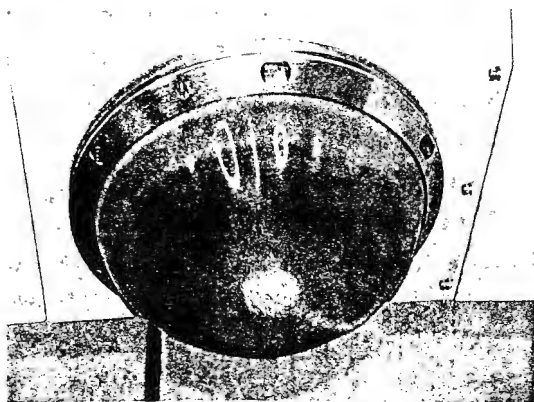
The applicator of SZ 5000 contains an ultrasound probe.
